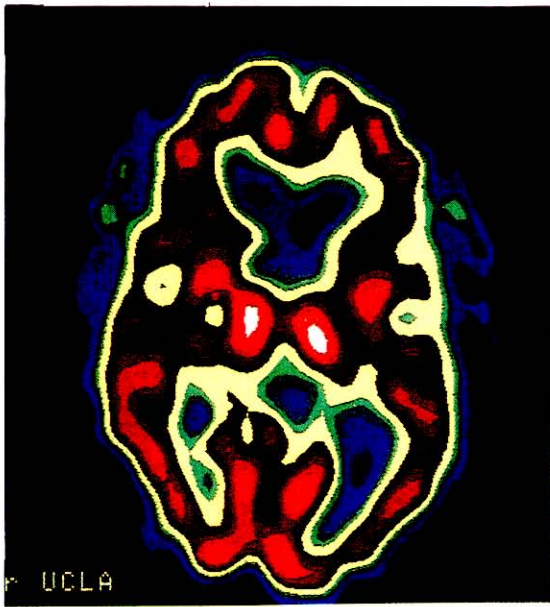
SPECT con HMPAO (Cereteq) de una mujer de 46 años con demencia y corea secundaria a enfermedad de Huntington, muestra marcada hipoperfusión de ambas regiones caudadas.
